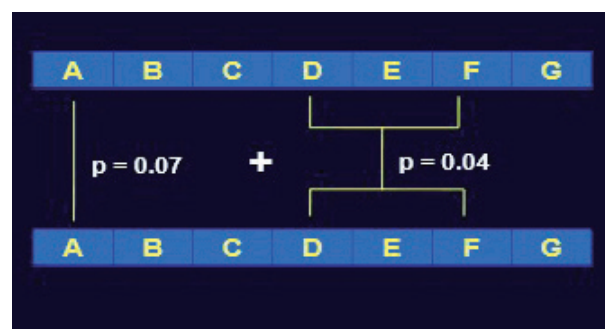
Комбинированная КТ повысила достоверность РКИ
